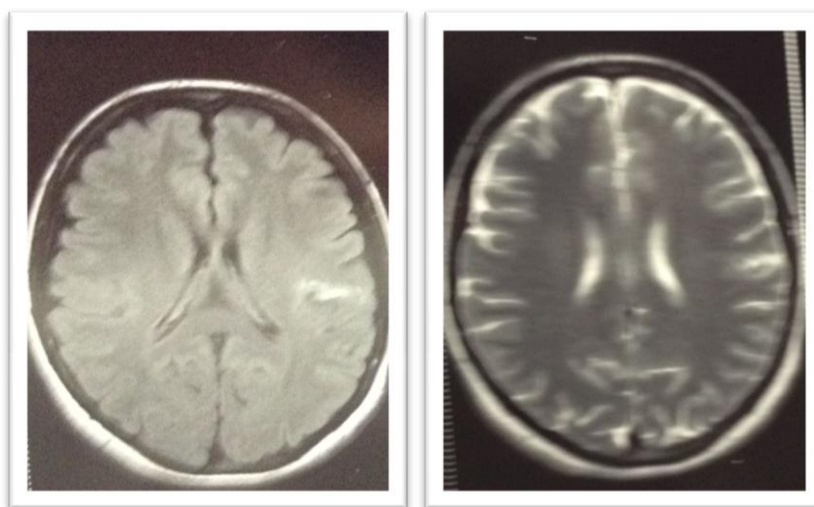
RMN: ponderação T1 e T2.
